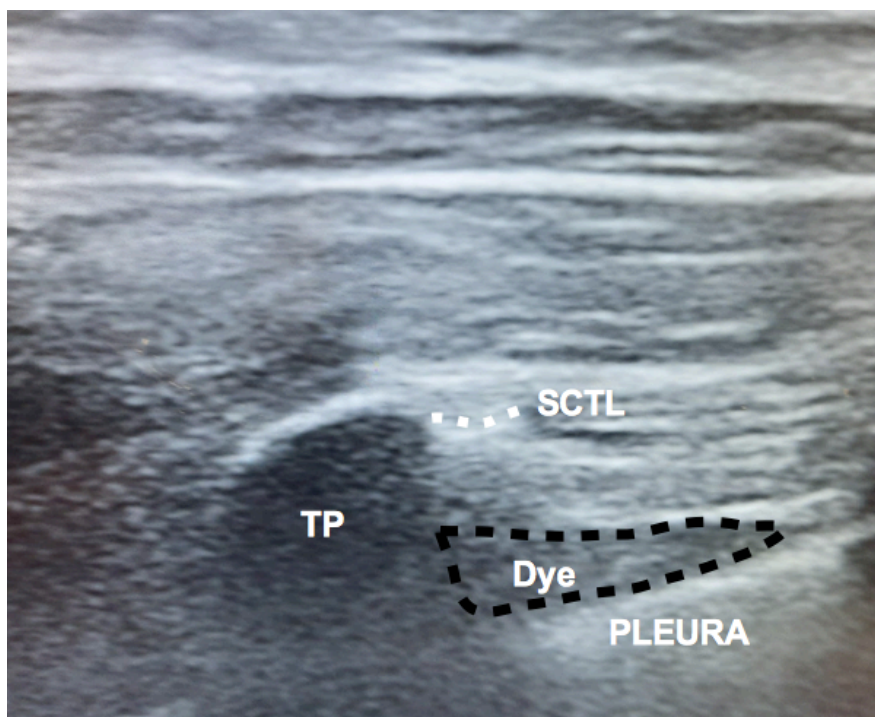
Secondo controllo ecografico dello spazio paravertebrale.
